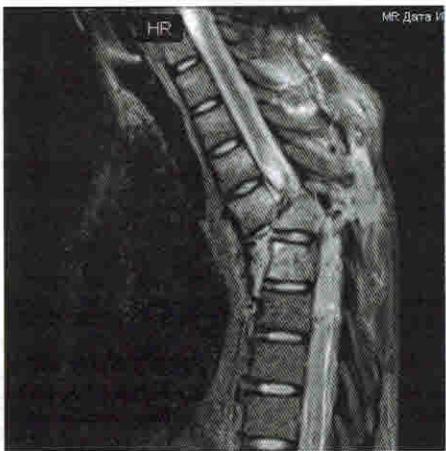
МРТ-снимок пациента переломомывихом тела Th5 позвонка и ушибом тела Th6 позвонка
